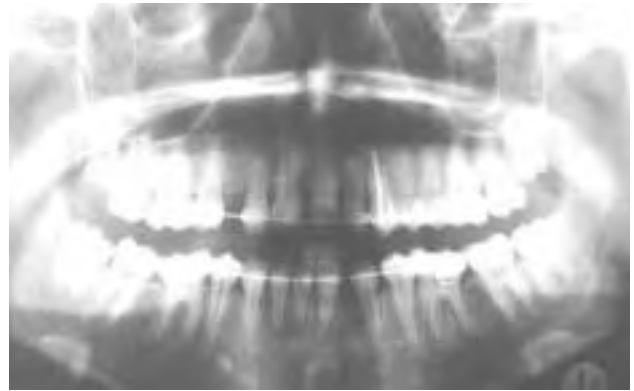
Radiographic control 1.3 years after exposure.
